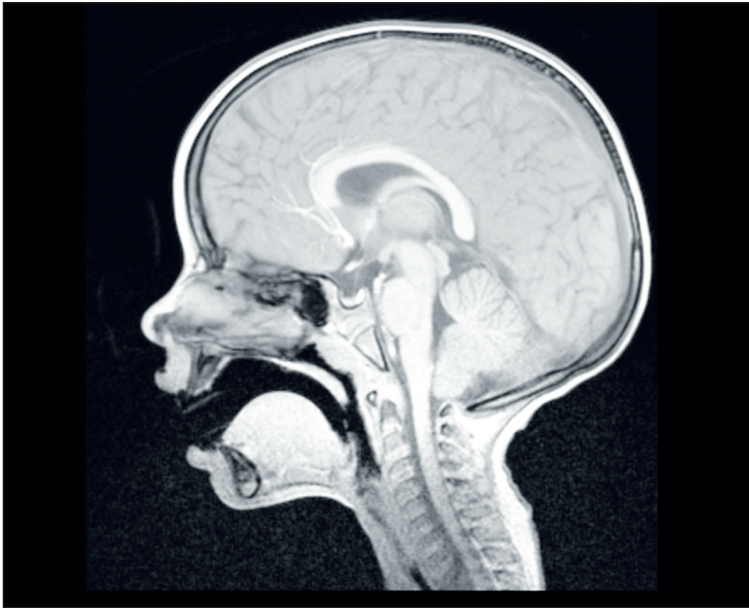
МРТ головного мозга: гипоплазия мозолистого тела у первого пациента
